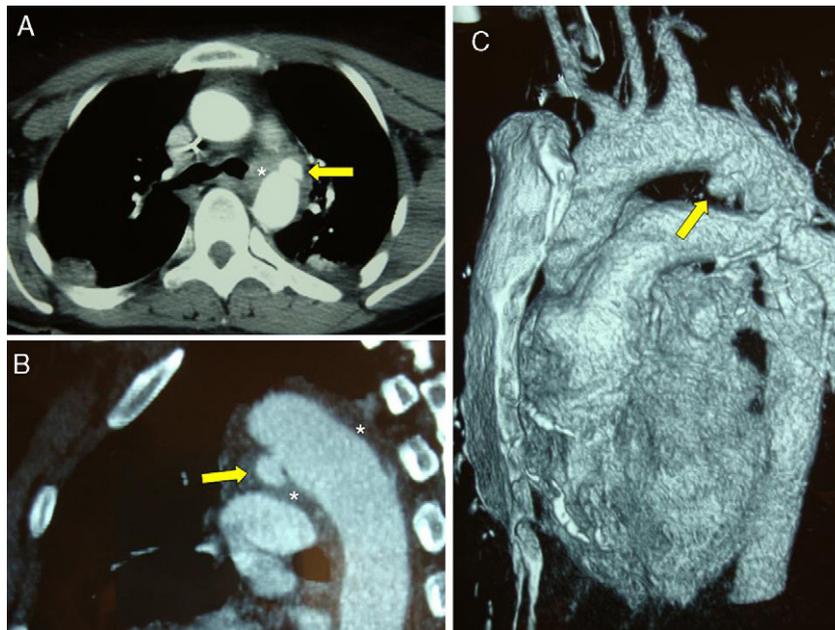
Angiotomografía computarizada preoperatoria. Sseudoaneurisma (flecha) con hematoma periaórtico (asterisco). A: corte axial; B: corte sagital; C: reconstrucción tridimensional.
